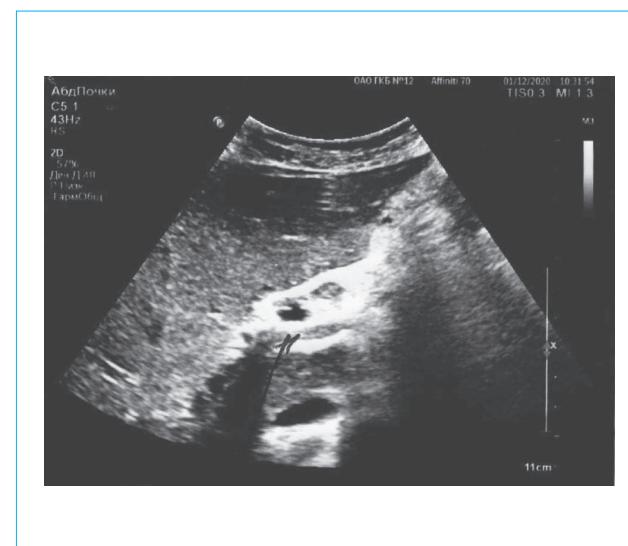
Abdominal ultrasound of patient S. The lumen of the portal vein is non-homogeneous, filled with isoechoic content (thrombosis)
